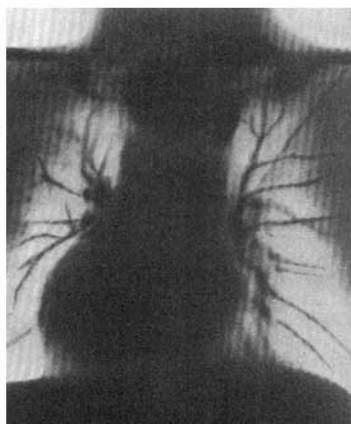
Tomografía pulmonar en el vivo (se ven las ramificaciones de la arteria pulmonar).
